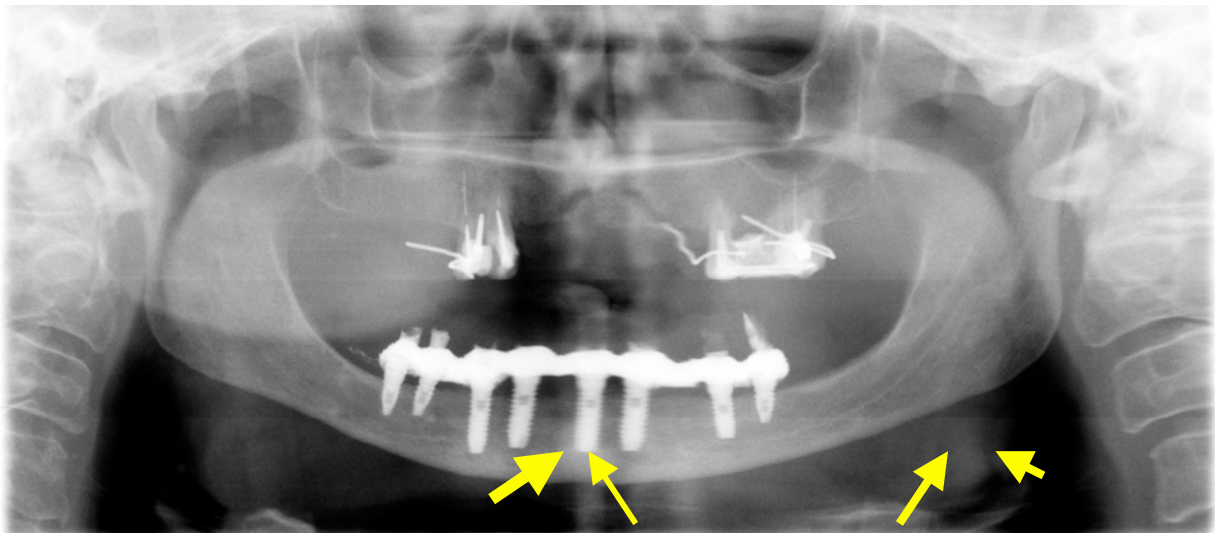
Radiografía final. Visualización del ajuste pasivo de la mesoestructura sobre los implantes. No hay parestesia, ni disestesia, ni anestesia. Los implantes especiales cónicos Microdent, diseñados exclusivamente para la expansión ósea suponen una gran ayuda en el abordaje de casos complejos.
